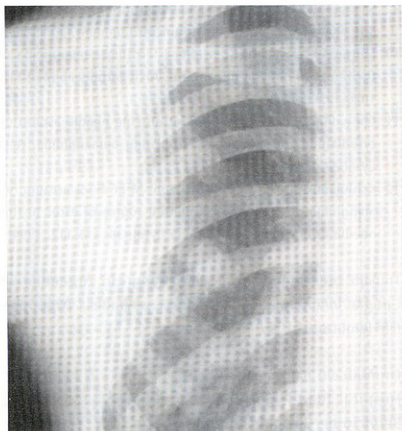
radiografía de tórax con imagen de nódulo solitario en pulmón
